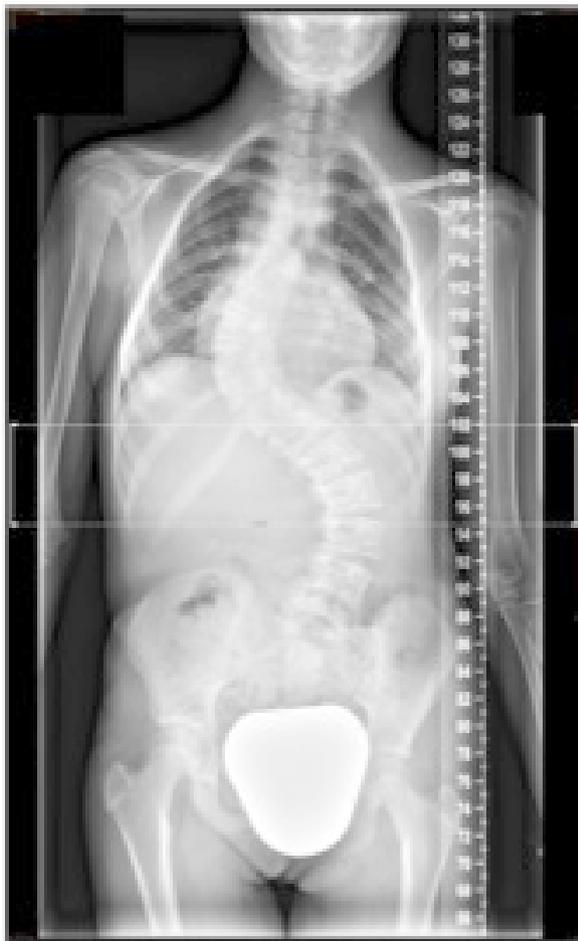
Estudio radiológico preoperatorio mediante teleradiografía pósterio-anterior de columna vertebral completa.
